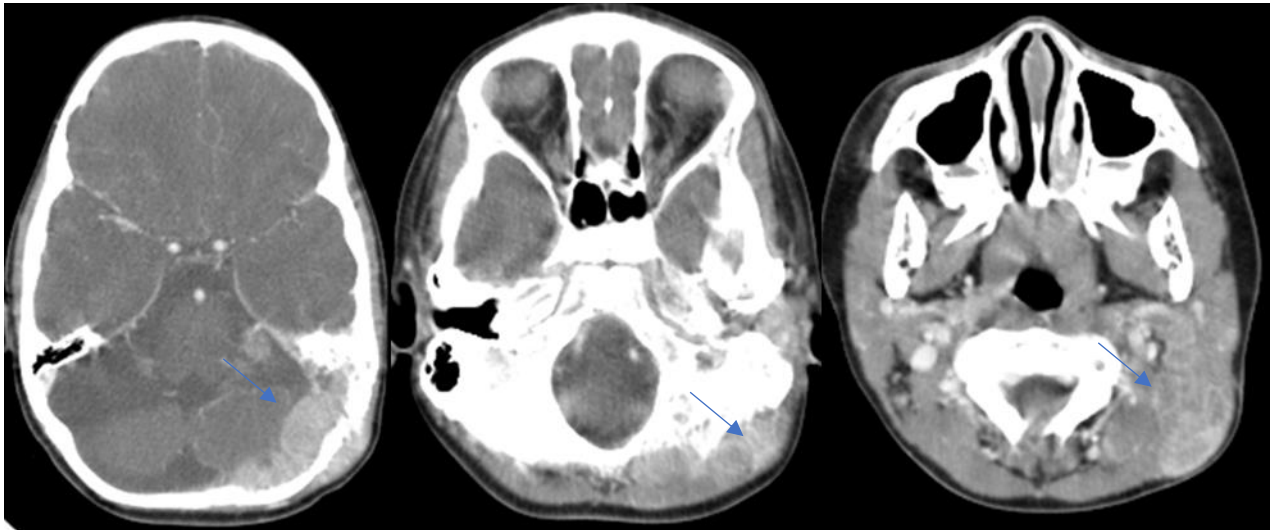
TDM crânienne en coupes axiales à l'étage craniofacial après injection de PDC en fenêtre parenchymateuse:
